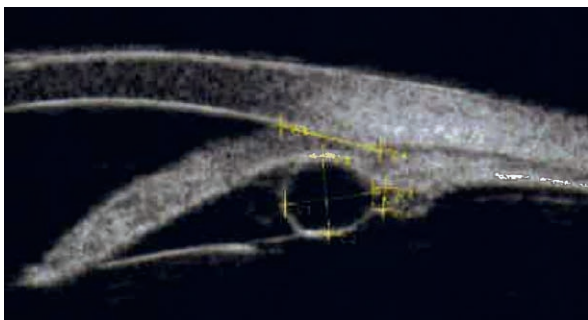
Échographie UBM chez la patiente présentée en fig. 13-73 révélant un kyste ciliaire, entraînant une fermeture localisée de l'angle iridocornéen.
